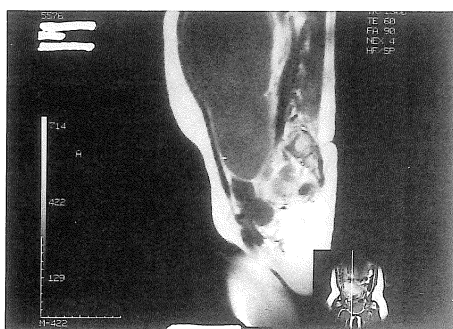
A sagittal T_2 -weighted MRI (TR : 1300, TE : 60) also showing a huge tumor of homogeneously low signal intensity.
